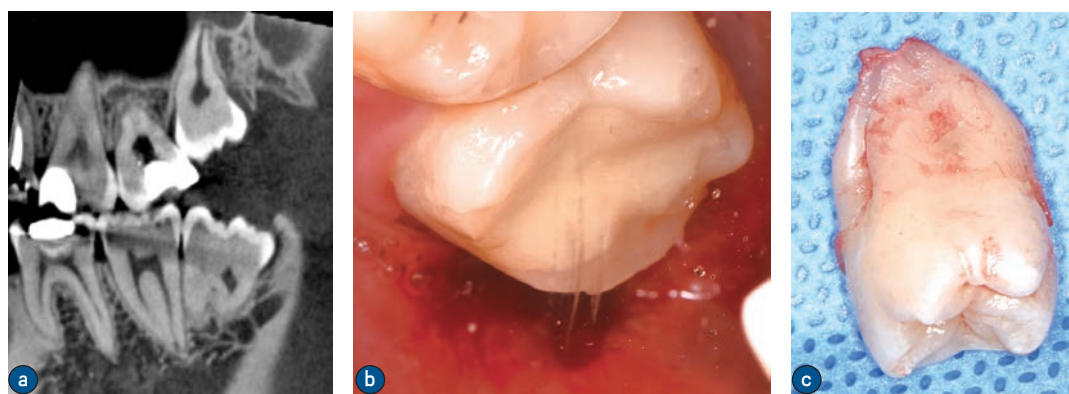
上颌左侧第三磨牙拔除术 (a. 上颌左侧第三磨牙CT；b. 拔除术后即刻口内照片；c. 上颌左侧第三磨牙)
